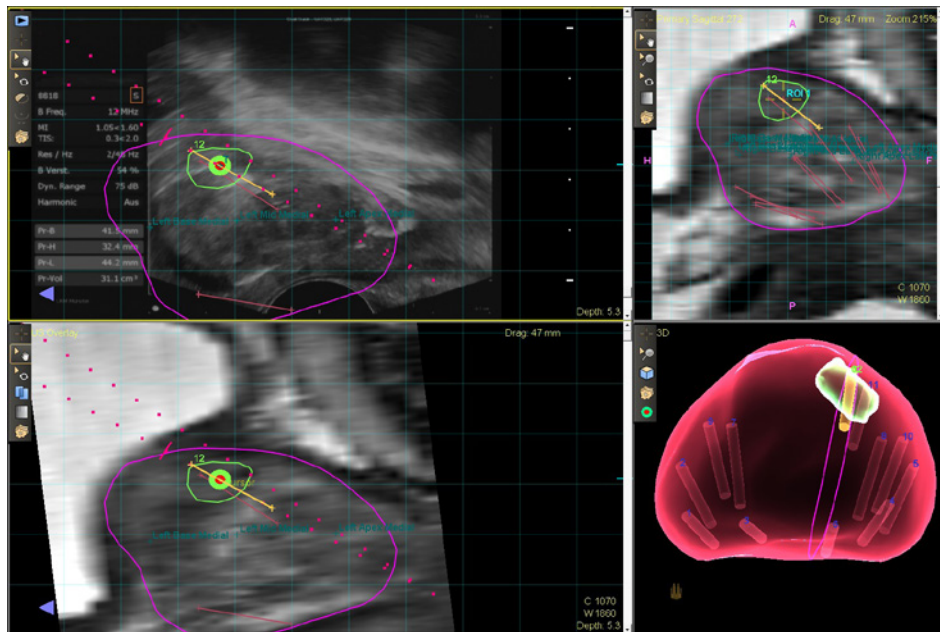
MRT-Ultraschall-Fusionsbiopsie (Bildschirmaufnahme)
